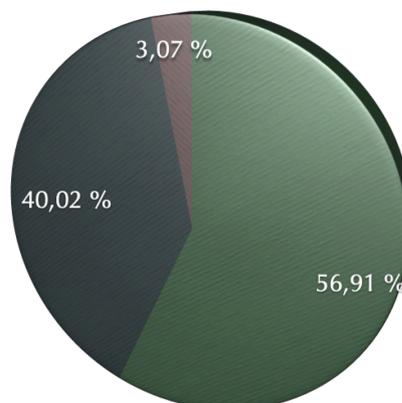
Répartition des patients en fonction de l'interprétation de l'échocardiographie
